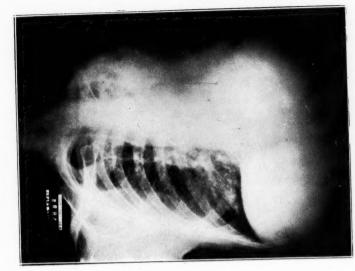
obs. III. Radiographie prise après la thoracoplastie.
